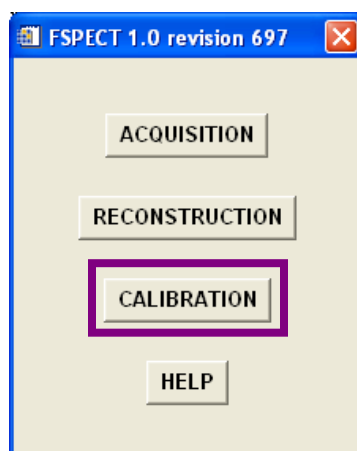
Interfaz de la aplicación FSPECT. Selección del botón CALIBRATION.*
